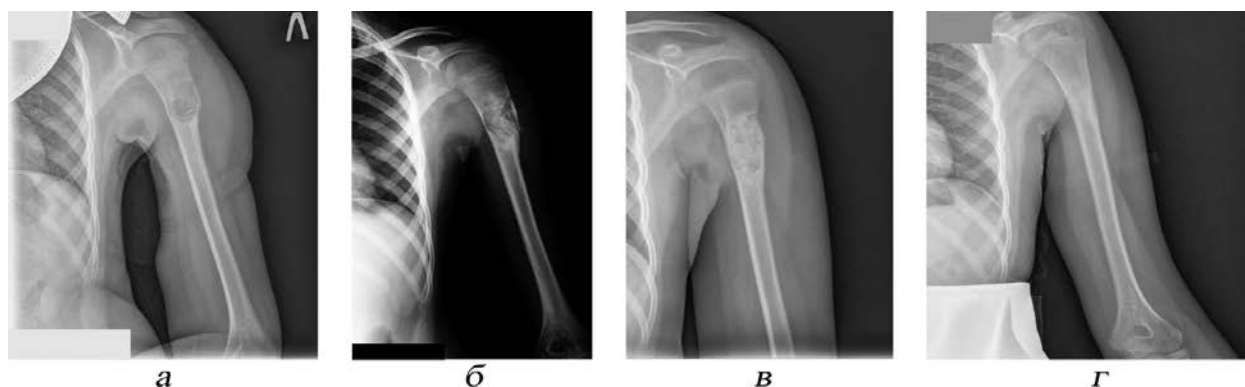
Пациентка П. 2006 года рождения. Диагноз: аневризмальная киста верхней трети левой плечевой кости. Костнопластический материал – «Лиопласт». Срок наблюдения 17 мес. Степень заживления по модифицированной классификации Neer – 1. Рентгенограммы плечевой кости: а – до операции; б – через 3 мес. после операции; в – через 5 мес. после операции; г – через 1 год и 5 мес. после операции
